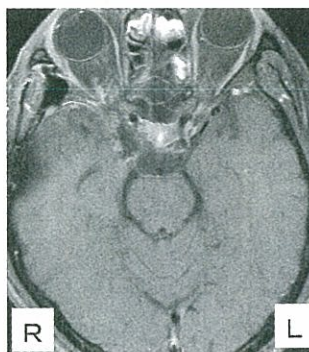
手術後2カ月目のMRI。腫瘍の亜全摘出が確認できる。
